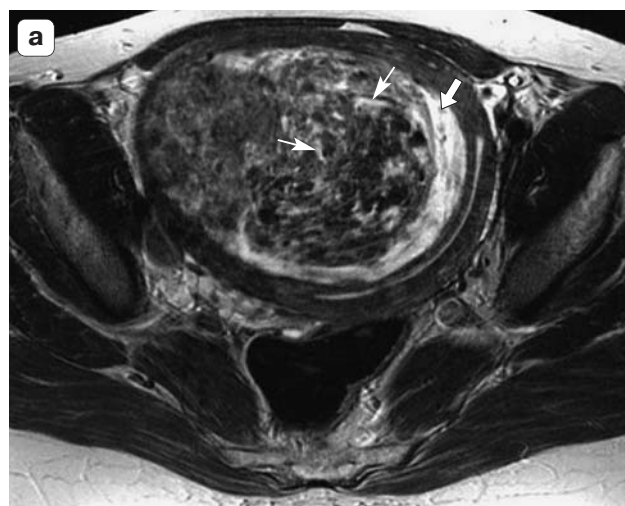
МР-томограммы малого таза. а – T2ВИ в аксиальной плоскости; б – T1ВИ с жироподавлением в аксиальной плоскости. Матка увеличена в размерах за счет крупного лейомиоматозного узла с признаками миксоидной дегенерации (тонкие стрелки), деформирующего полость матки (стрелка). Структура узла неоднородная с наличием гиперинтенсивных на T2ВИ и изоинтенсивных на T1ВИ включений (тонкие стрелки).
